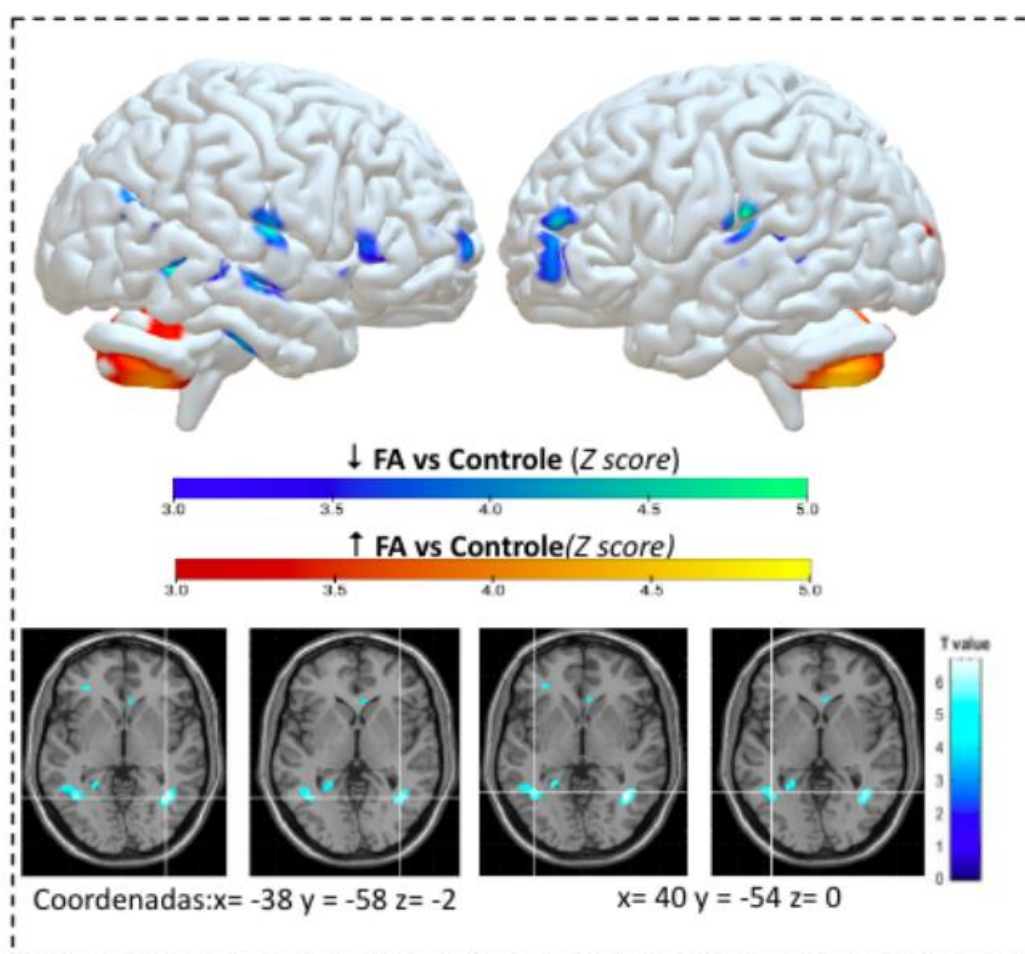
Regiões cerebrais de redução de captação do FDG em pacientes com
